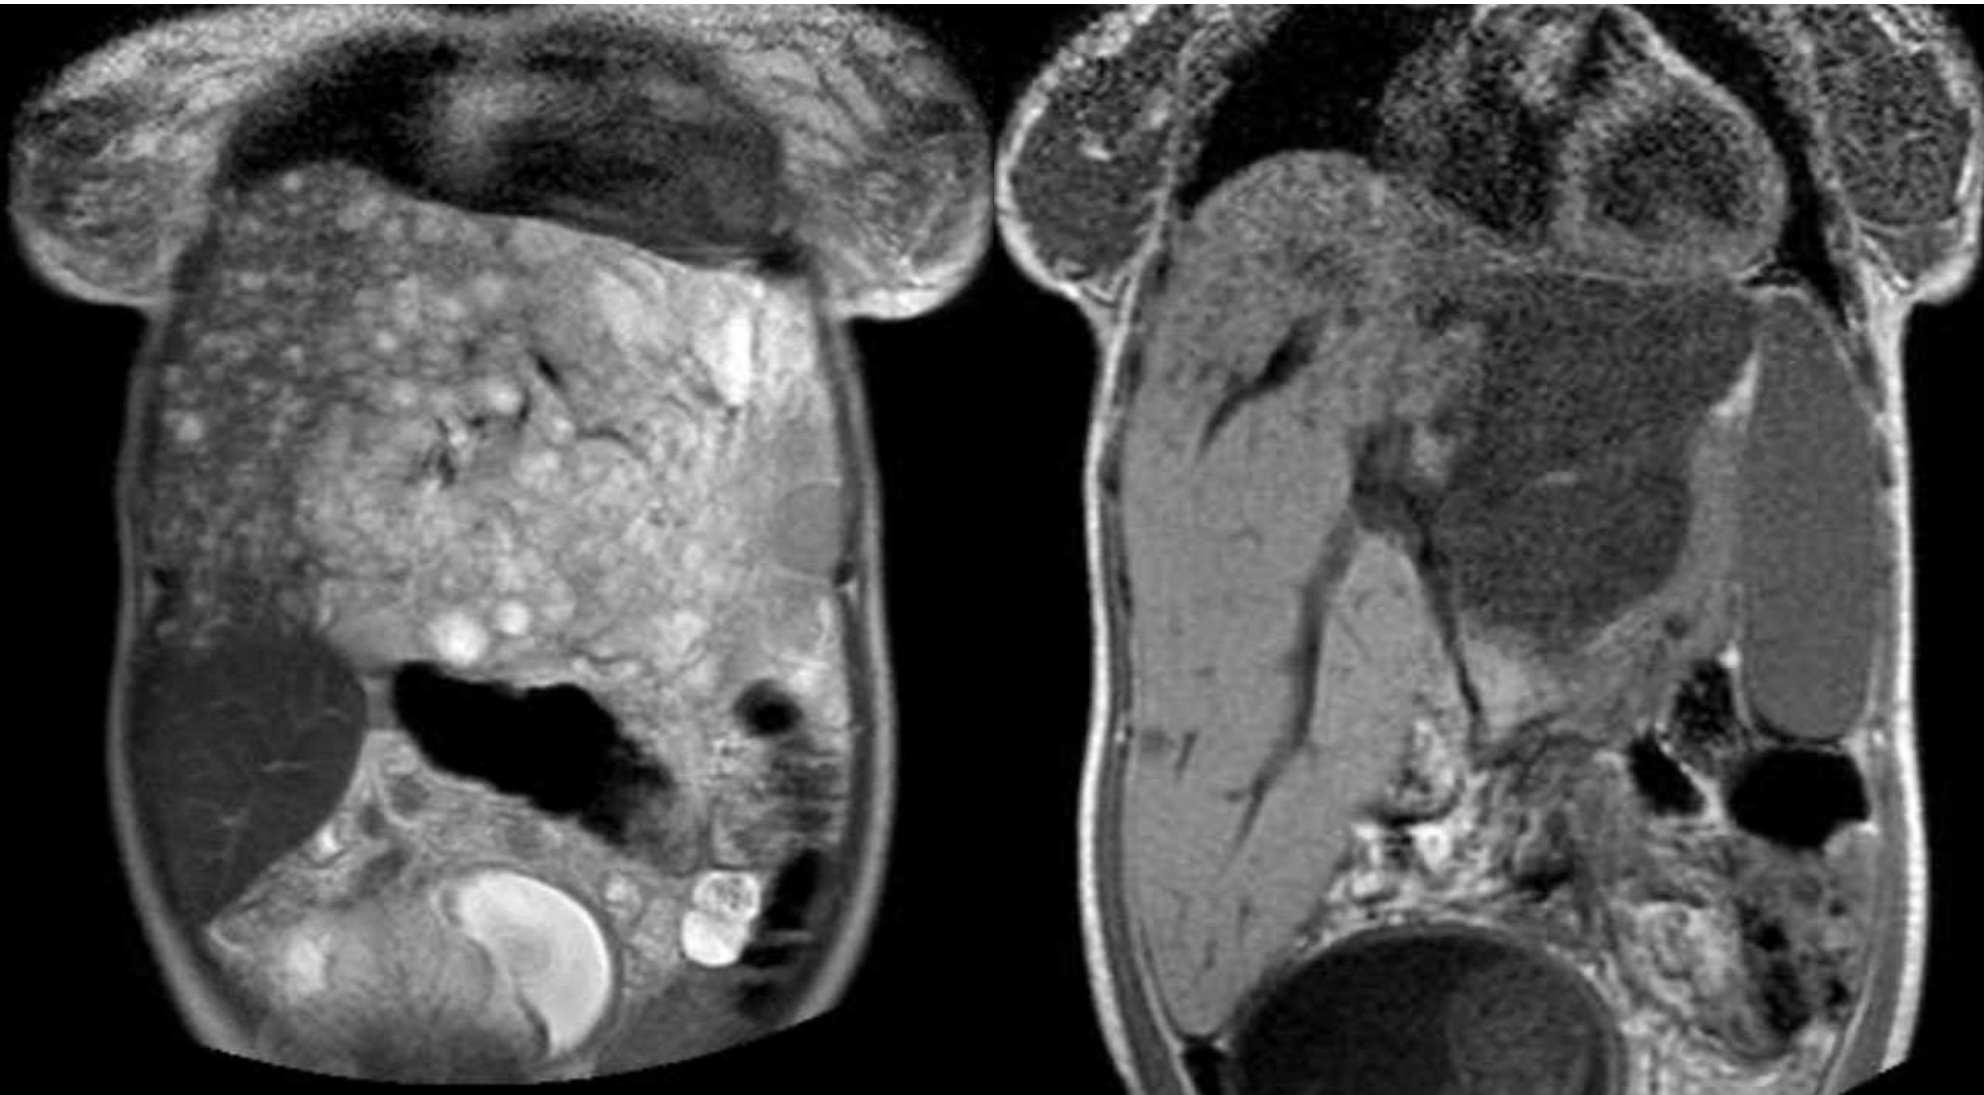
Resonancia magnética hepática con múltiples lesiones periféricas, algunas confluentes, con patrón en diana y retracción capsular, sugestivas de hemangioendotelioma epitelioides hepático, que pueden simular enfermedad metastásica.
